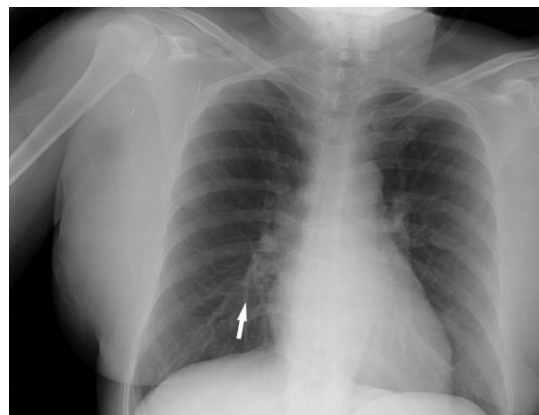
Telerradiografía de caso 1 de paciente con COVID-19. \*Patrón intersticial-reticular de predominio periférico (flechas).
